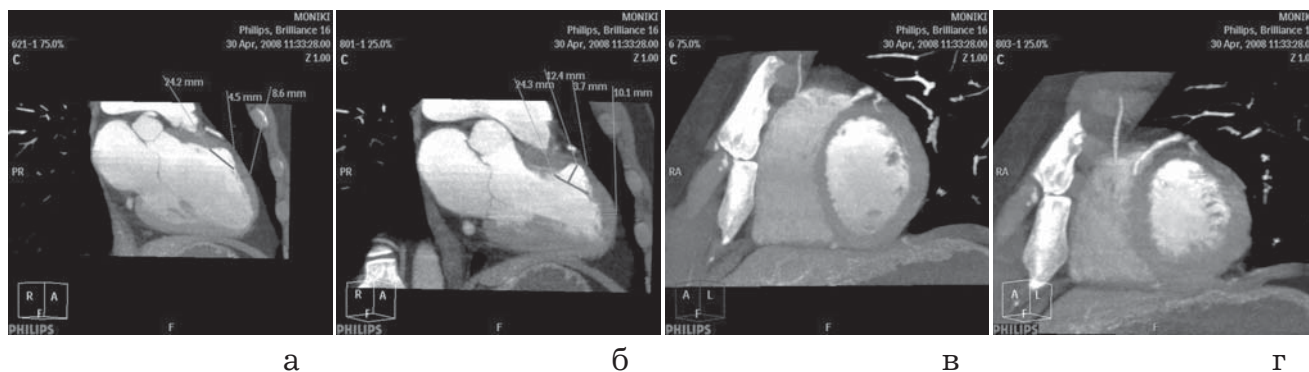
Аневризма переднебоковой стенки ЛЖ. КТ-ангиография (плоскостные реконструкции): а, б – двухкамерная проекция; в, г – проекция короткой оси ЛЖ.
